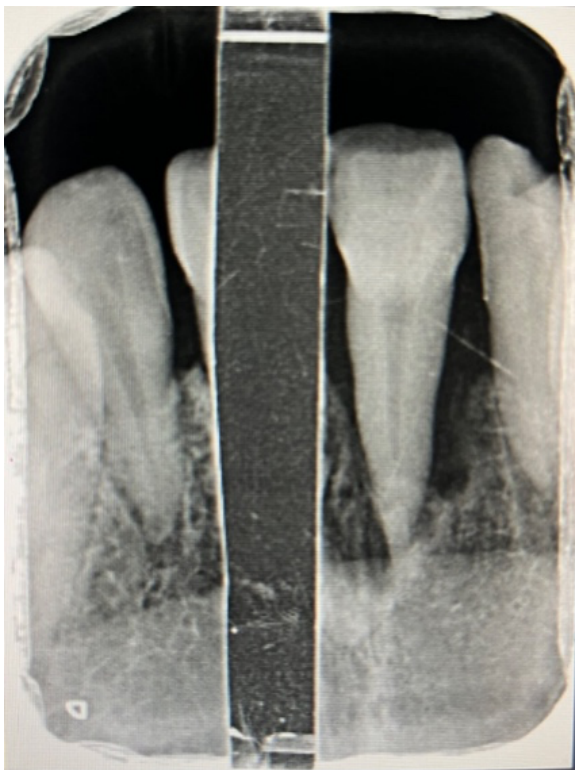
Scan der Speicherfolie, Messung ohne Röntgenschürze
